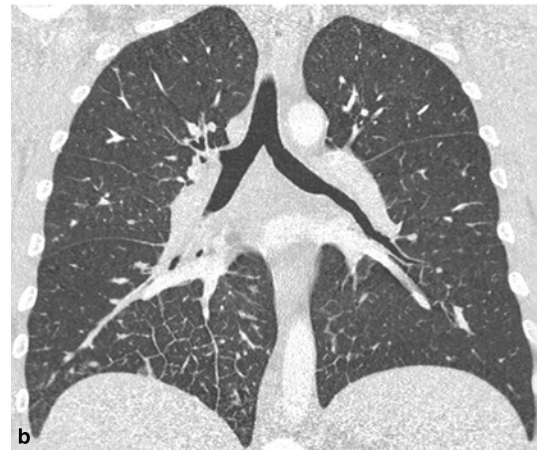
Sarcome de Kaposi chez un patient infecté par le VIH. Coupe TDM axiale transverse au niveau des bases pulmonaires (a) et reconstruction coronale (b). Épaississement des septa interlobulaires d'allure micronodulaire localisé dans les deux pyramides basales.
